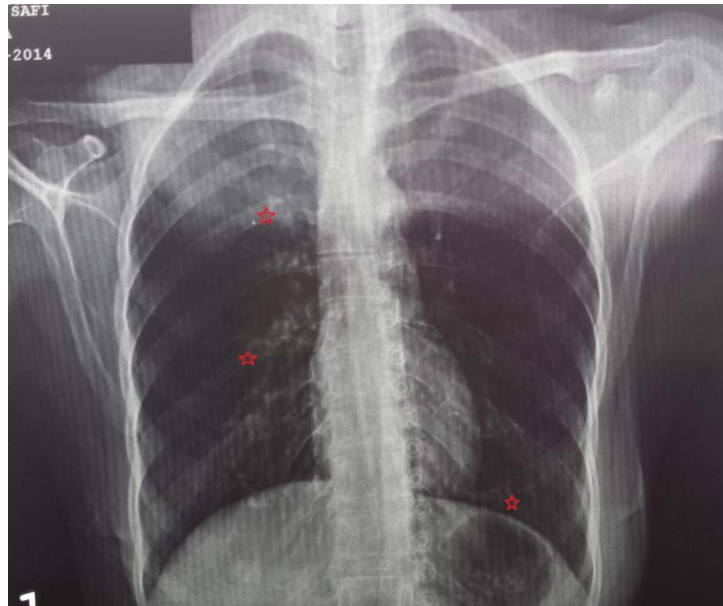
Radiographie thoracique montrant des lésions suspectes de localisations secondaires (étoiles rouges).
